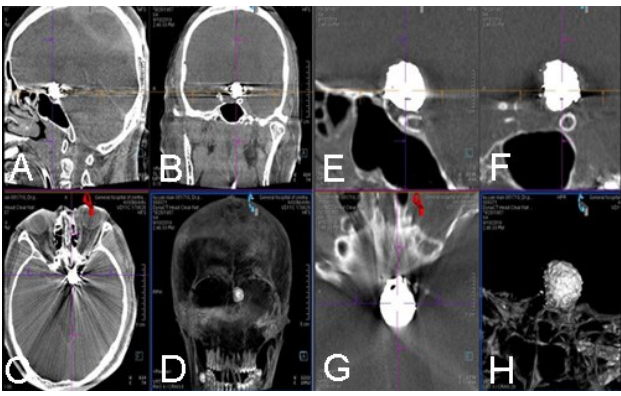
颅内动脉瘤支架辅助弹簧圈栓塞治疗后影像学表现 A、B. Dyna CT 矢状位、冠状位,未使用 SMART 软件处理的成像效果,成像伪影太大,无法显示弹簧圈与支架;C. 普通 CT,未使用 SMART 轴位成像,只看到放射状伪影;D. 三维 MIP 成像,只看到弹簧圈,不能显示支架的张开情况;E~G. Dyna CT 使用 SMART 处理后的矢状位、冠状位、轴位成像,可以看出支架与弹簧圈的关系;H. 三维 MIP 使用 SMART 处理后成像,看到弹簧圈,显示支架的张开情况
